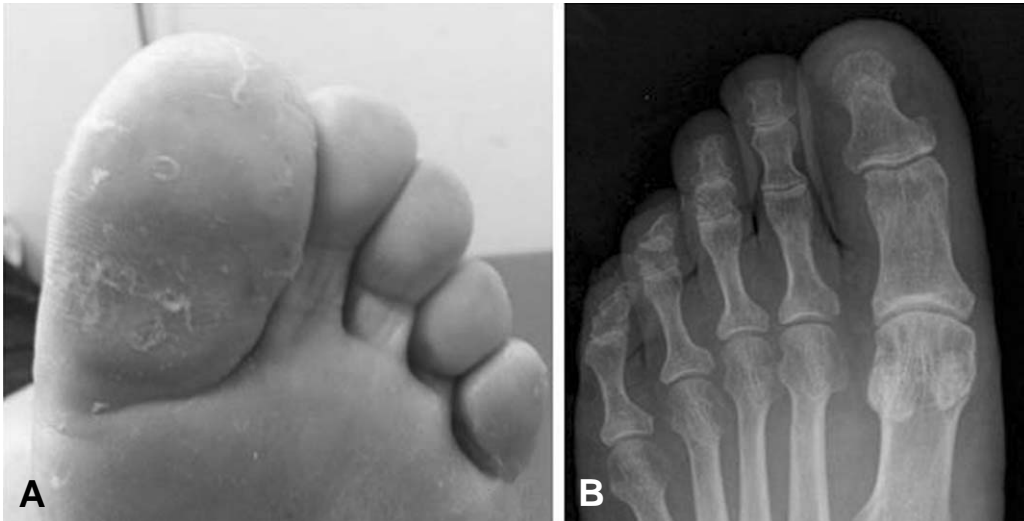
(A) The photo of plantar surface of hallux proximal phalanx with no visual keratoses. (B) Anteroposterior radiograph of the left foot showing no sesamoid bone on the hallux interphalangeal joint after excision.
